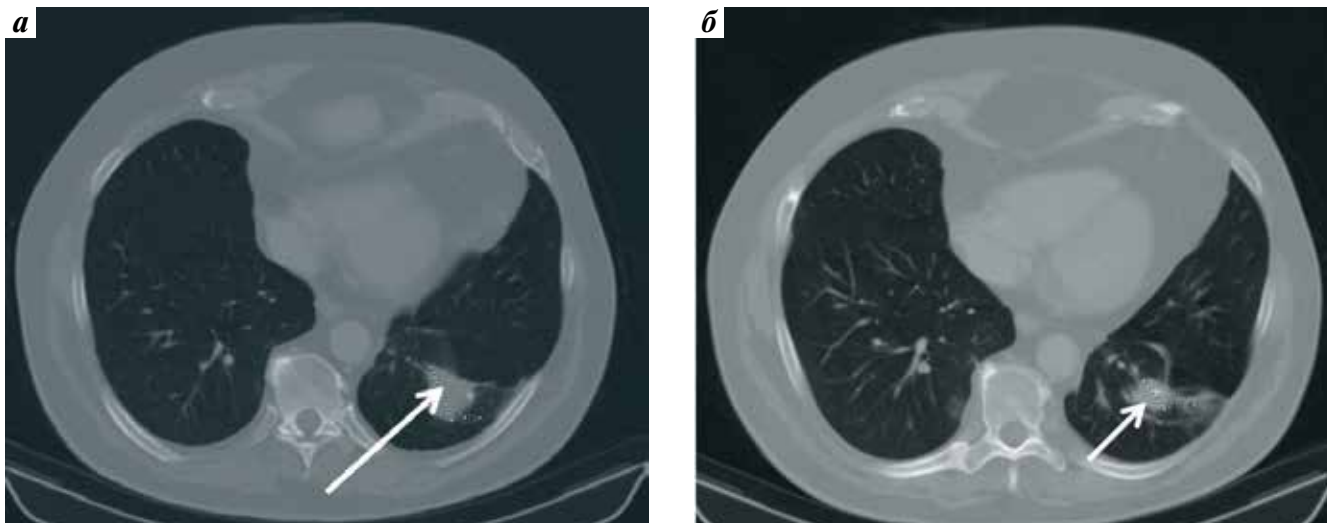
Уменьшение размеров легочного метастаза на фоне комбинированной таргетной терапии (больной В., компьютерная томография груди до и после 2 циклов комбинированной таргетной терапии): а – метастаз в нижней доле левого легкого размером 33 × 35 мм, с нечеткими контурами (белая стрелка); б – уменьшение метастаза в нижней доле левого легкого до размера 20 × 15 мм (белая стрелка)
